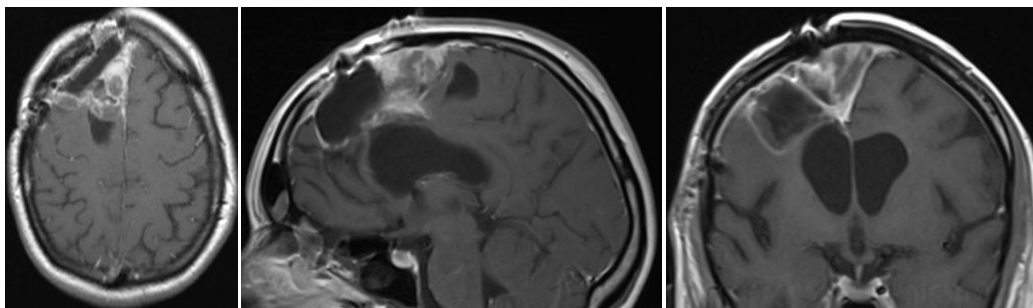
Контрольное МРТ головного мозга пациентки В-вой через 3 мес. после последней операции.
